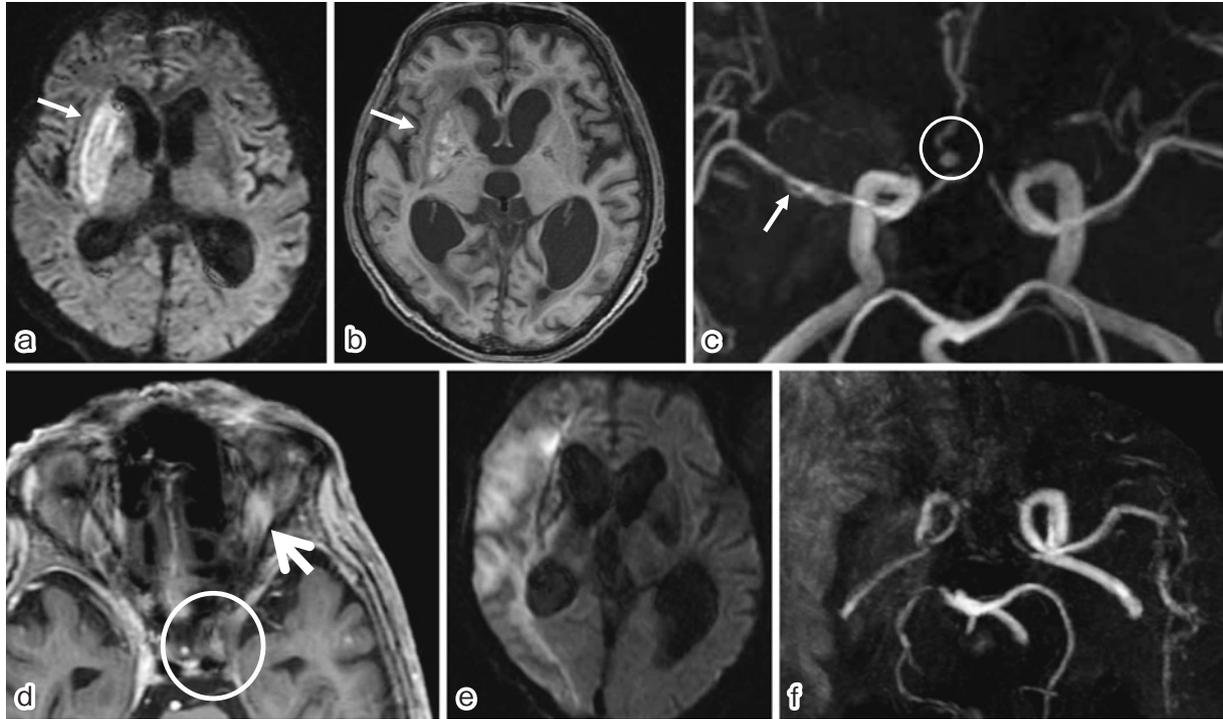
Brain MRI (GE Signa 3.0 Tesla) of patient 2.
